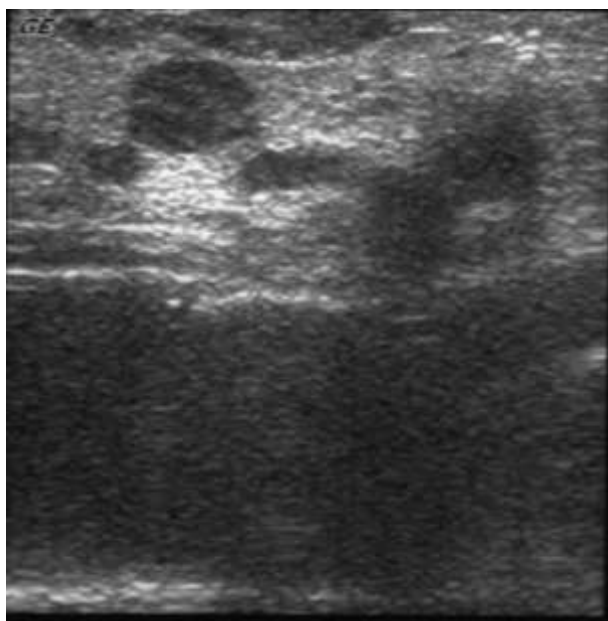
Интраоперационное УЗИ, метастатическое поражение лимфатических узлов (метастазы в парааортальные лимфатические узлы (А), метастазы в лимфоузлы по ходу чревного ствола(Б))
